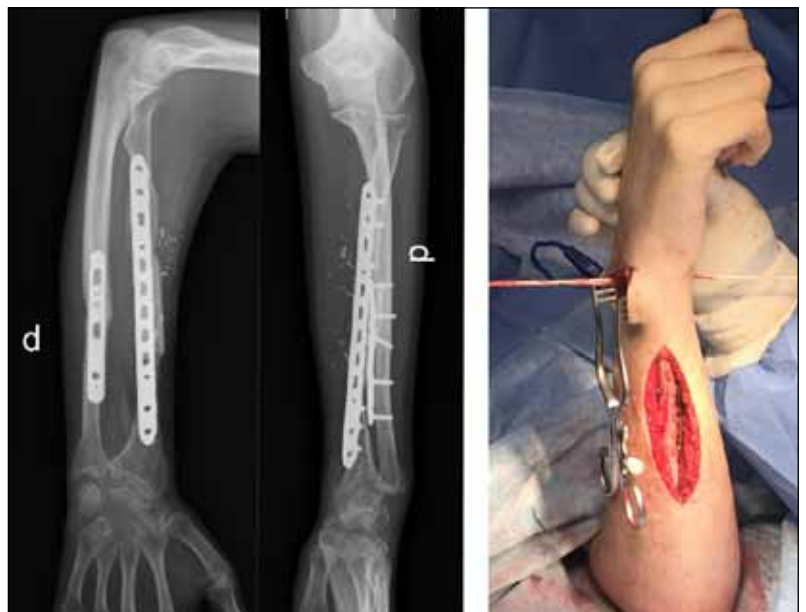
Radiografías donde se observan la consolidación y la alineación del antebrazo.
